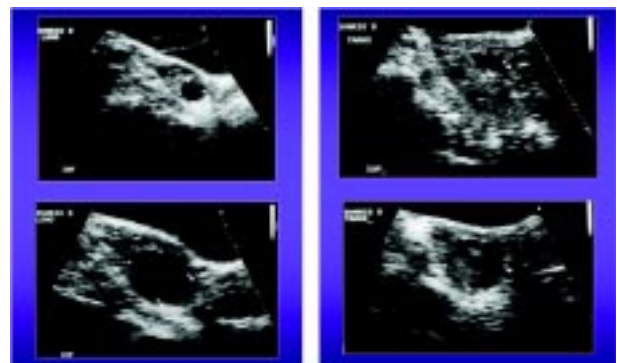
Desenvolvimento do folículo dominante e formação do corpo lúteo avaliados semanalmente durante o ciclo menstrual pela ultra-sonografia pélvica.
